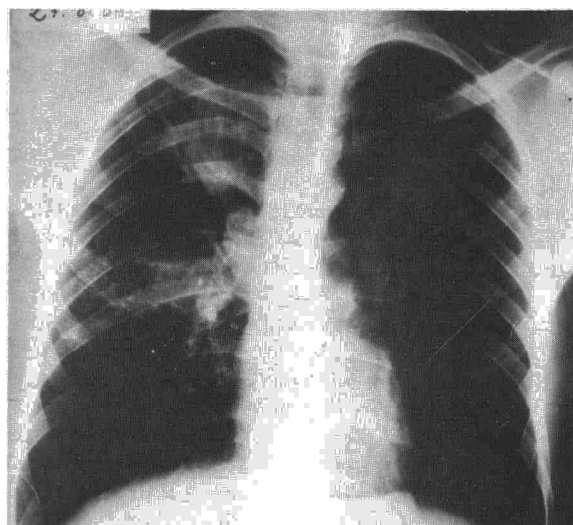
Radiografía posteroanterior de tórax: imágenes infiltrativas en lóbulo superior e inferior derecho, segmento 1 y 6 respectivamente. Se aprecia borrosidad hilar en dicho hemitórax.
